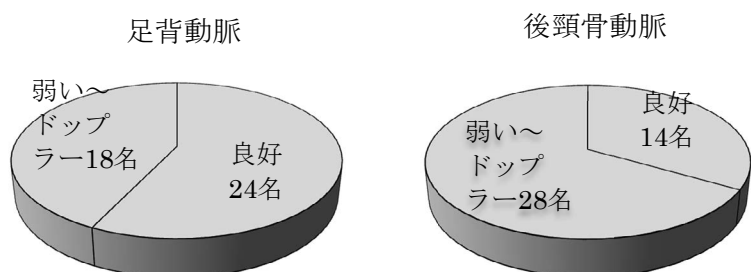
超音波双方向性血流計を用いた足背動脈および後脛骨動脈の血流状態
